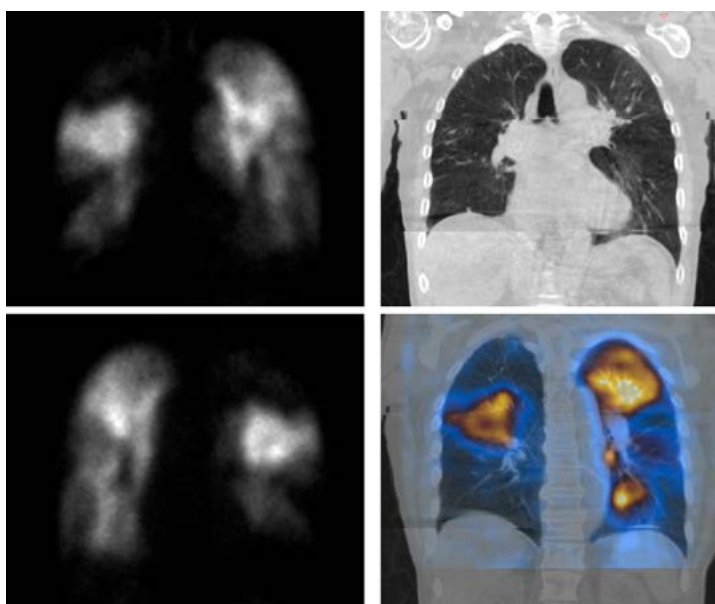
Сцинтиграфическая и ОЭКТ/КТ-картина у пациента с множественными эпизодами ТЭЛА различной давности: отсутствие перфузии в 1 сегменте справа, множественные дефекты перфузии обоих легких, на фоне которых наиболее четкие треугольные краевые дефекты с ровными контурами в пределах 10 сегмента справа и 4 сегмента слева скорее всего относятся к недавнему эпизоду ТЭЛА.
